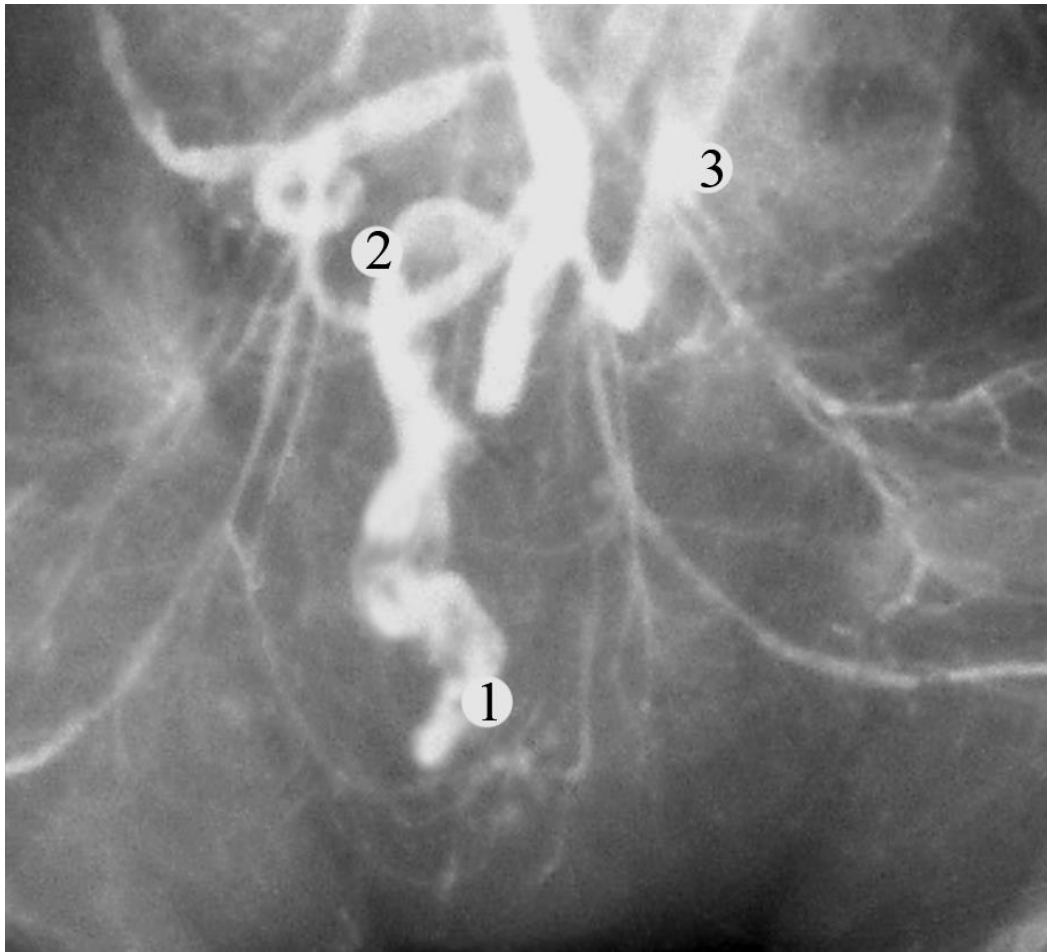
Товста кишка плода 195,0 мм ТПД (просвіт кишки заповнений водорозчинним барієм). Фоторентгенограма. Зб. 2, I^x: 1 – пряма кишка; 2 – сигмоподібна ободова кишка; 3 – низхідна ободова кишка; 4 – клубові кістки.
